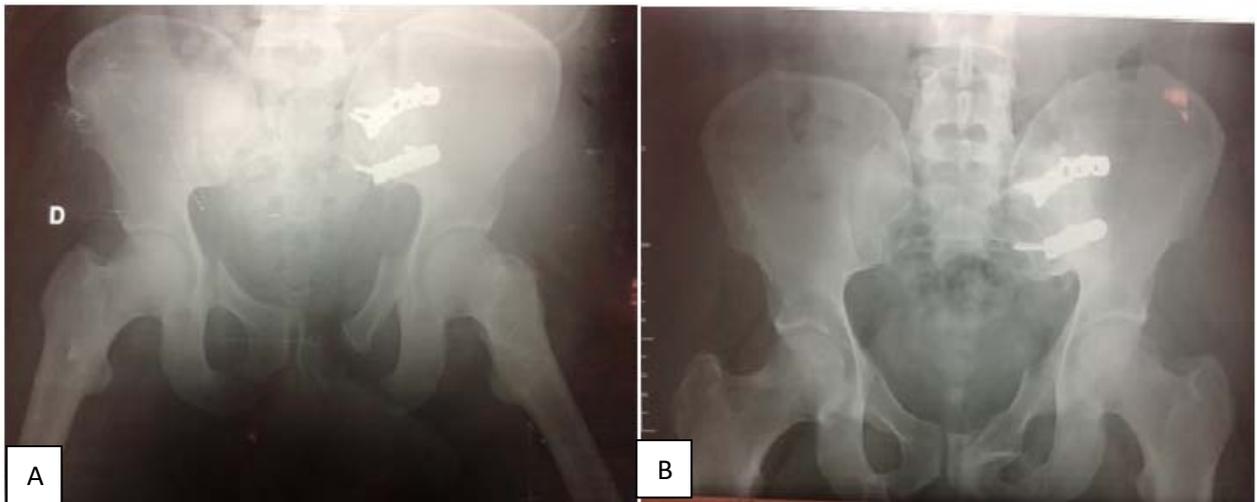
Radiographie de face du bassin chez un patient présentant une disjonction sacro iliaque gauche et une fracture bilatérale des branches ischio et ilio pubiennes :
